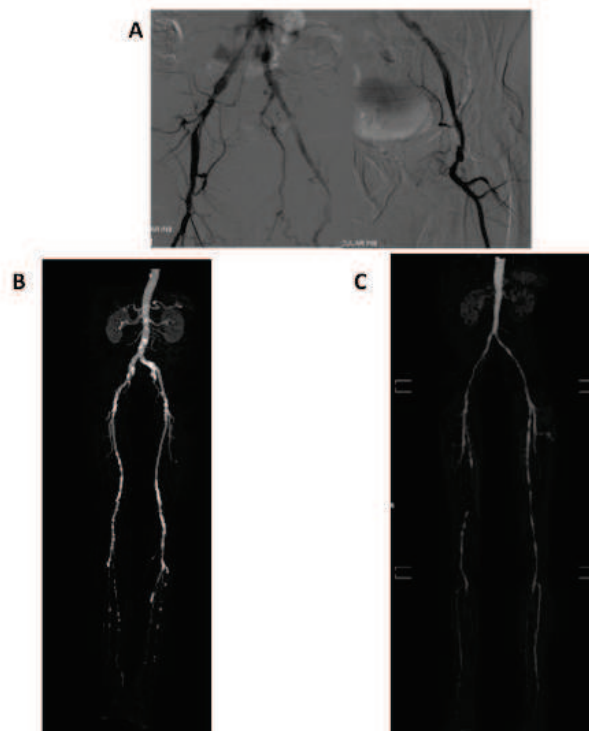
Exemples de résultats d'examen radiographique d'imagerie vasculaire périphérique
